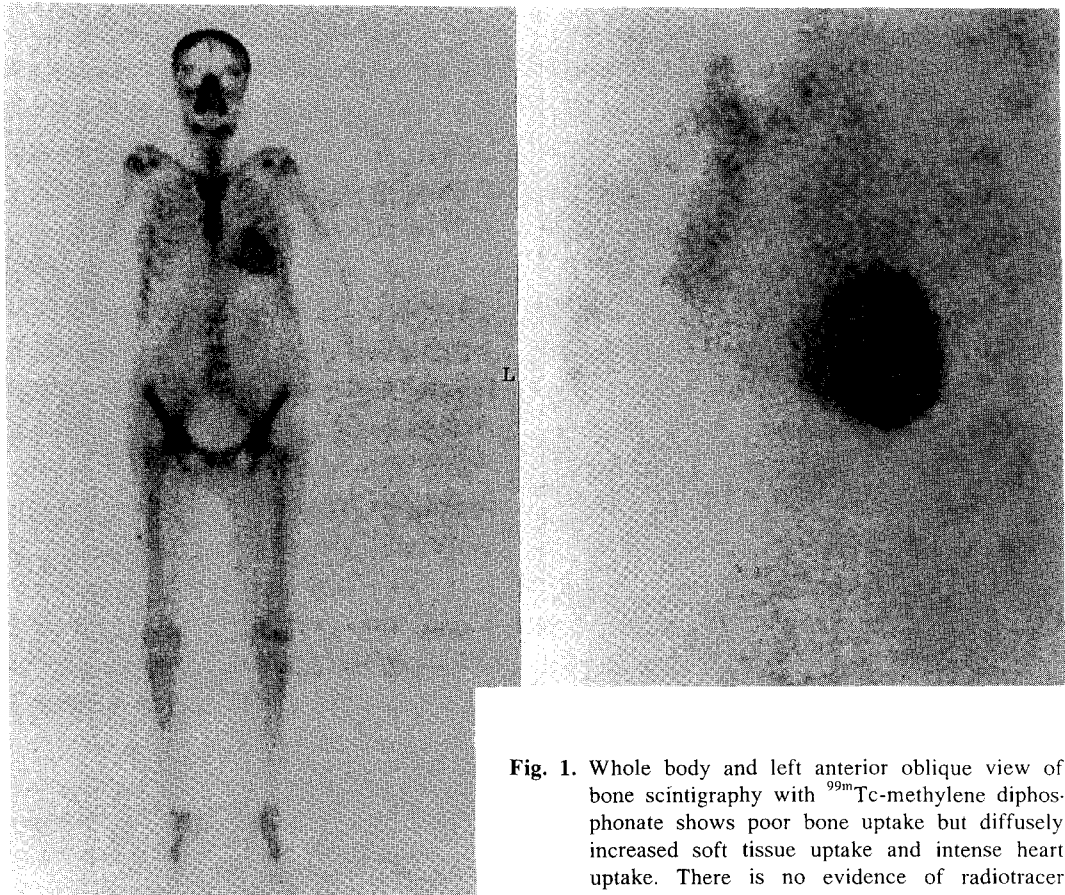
Whole body and left anterior oblique view of bone scintigraphy with ^{99m}Tc -methylene diphosphonate shows poor bone uptake but diffusely increased soft tissue uptake and intense heart uptake. There is no evidence of radiotracer excretion into the bladder.
